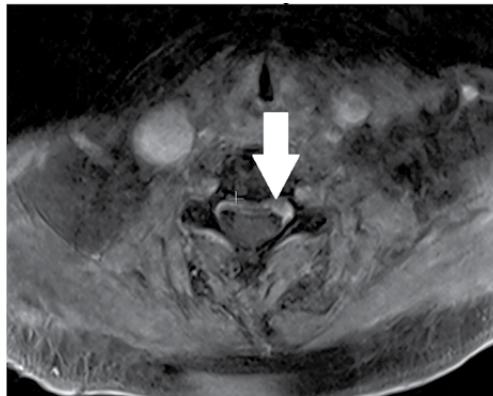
МРТ шейного отдела позвоночника (аксиальная проекция), режим T1 CA C4/C5. Определяется скопление жидкостного (гнойного) содержимого в переднем эпидуральном пространстве, которое вызывает компрессию спинного мозга на уровне C4–C5
